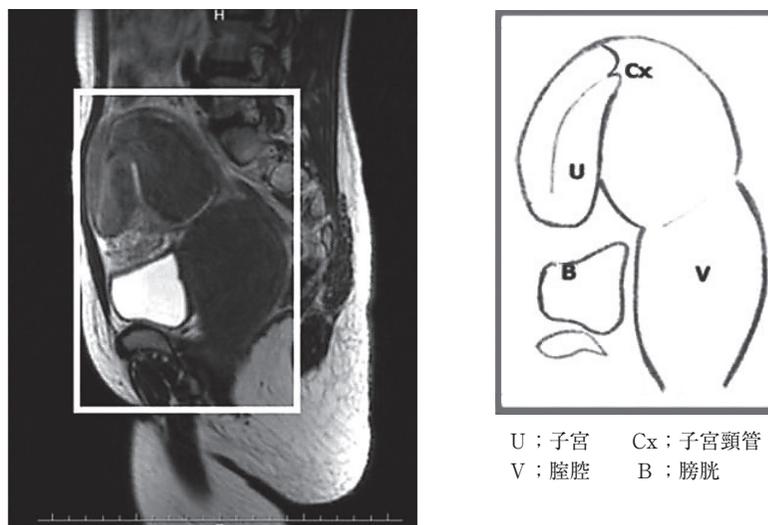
腹部MRI検査所見 (T2W1/矢状断).
